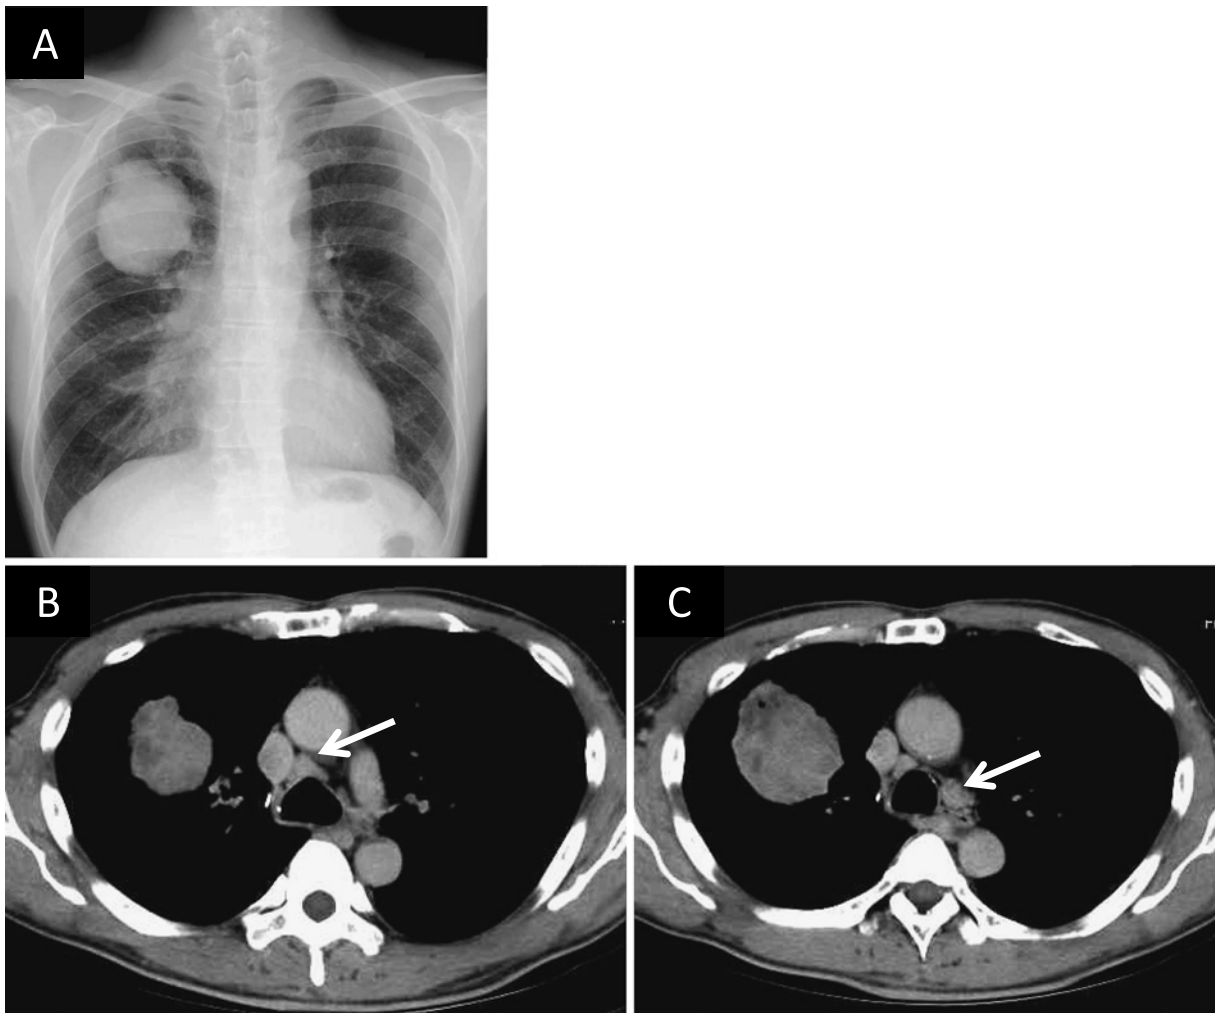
Chest X-ray performed on admission showing a mass measuring approximately 80 mm in diameter in the right upper lung field (A). Chest CT scan of the mediastinal region showing lymphadenopathy of the lower paratracheal lymph node (B) and subaortic lymph node (C).
